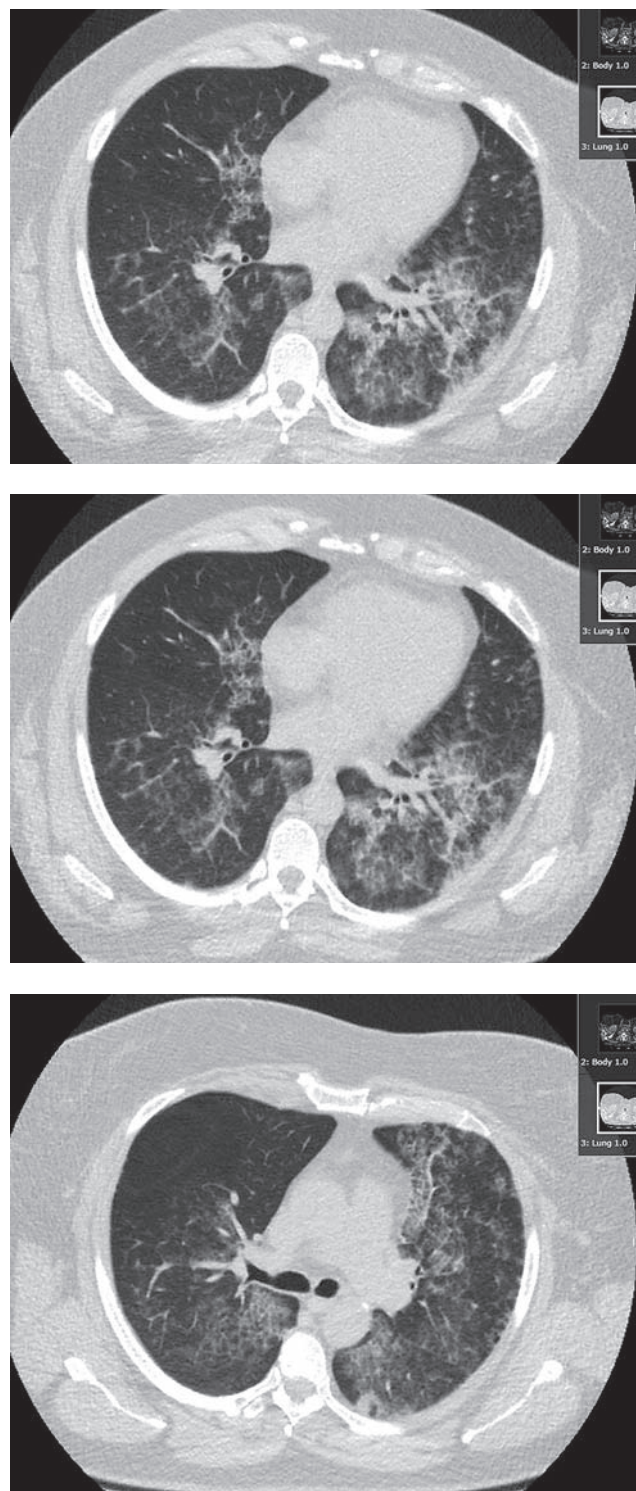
Компьютерная томография грудной клетки, выполненная в декабре 2020 г.
